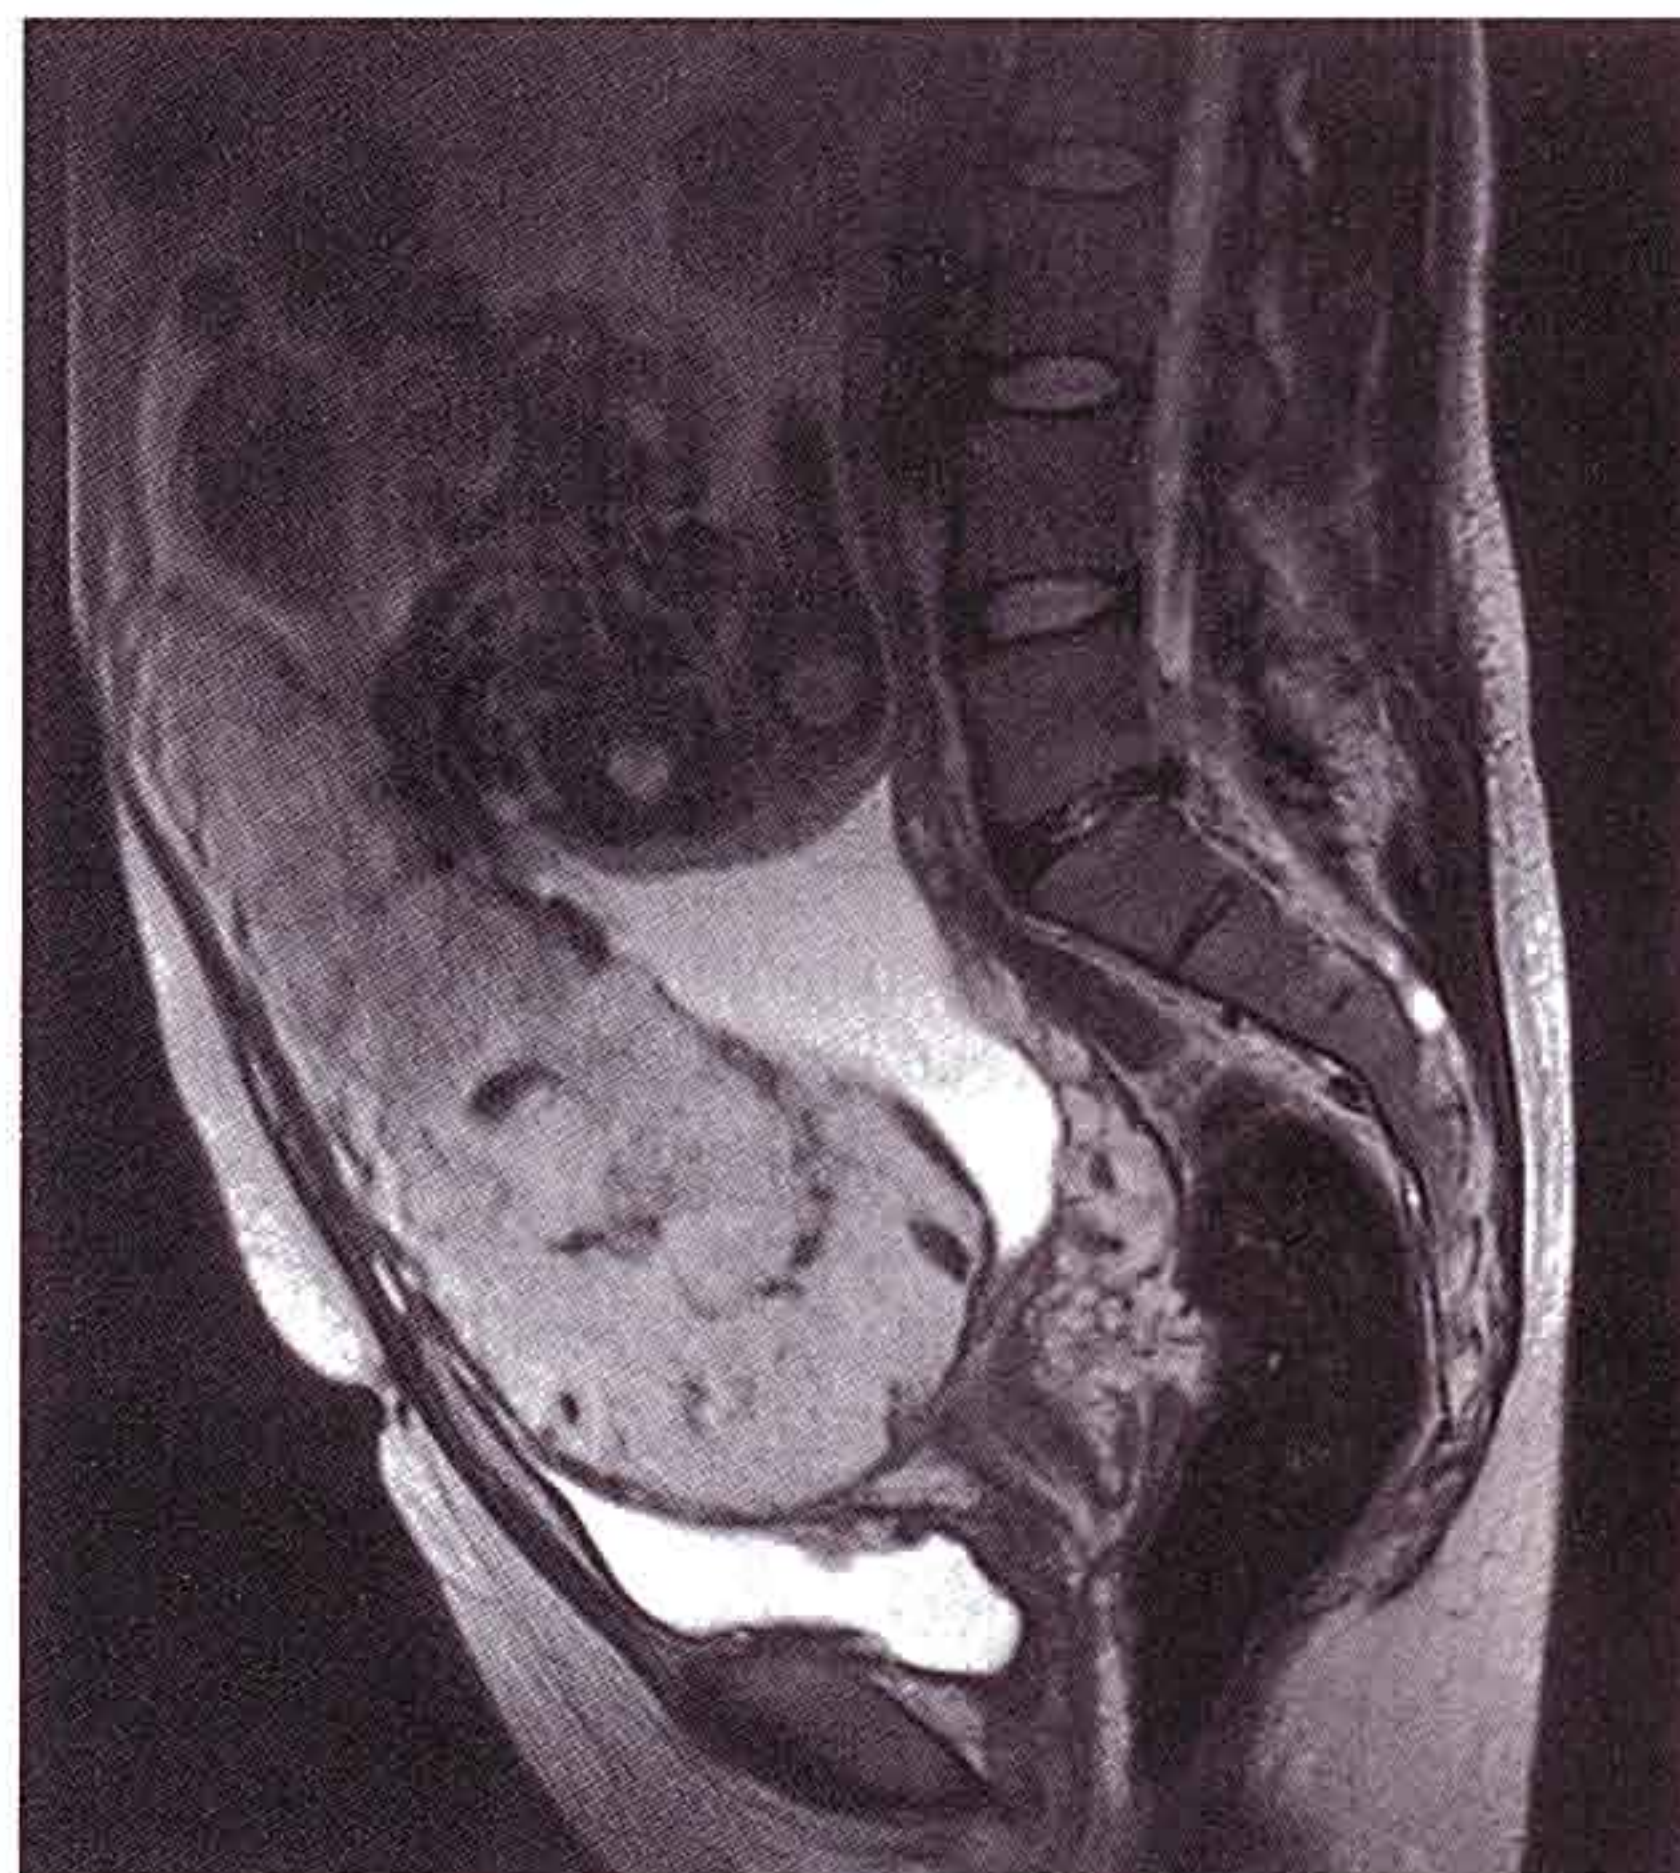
Imagen sagital de resonancia magnética de la parte inferior del abdomen y la pelvis de una mujer embarazada.
